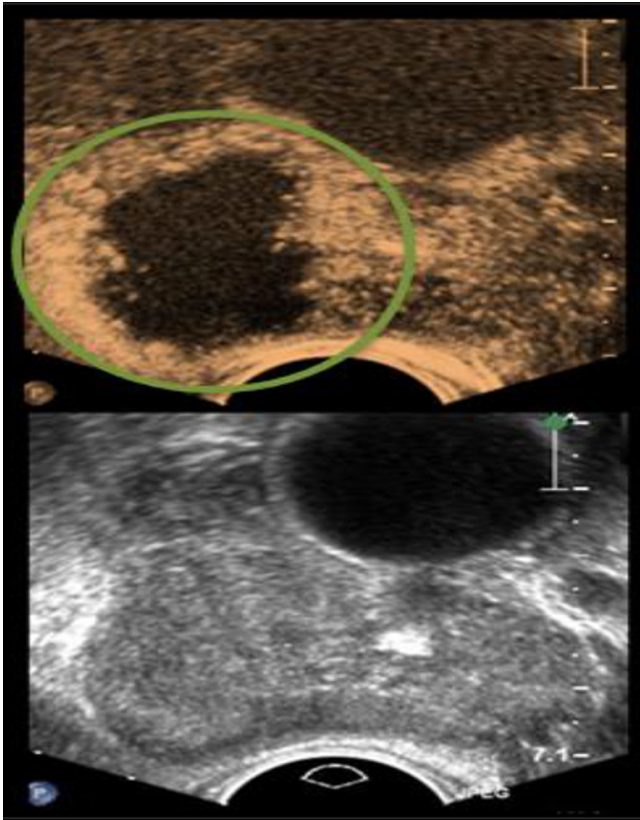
◀ Erfolgskontrolle mittels Kontrastmittelsonographie: Das obere Bild zeigt eine Kontrastmittelauslöschung des nicht mehr durchbluteten Areals der Prostata. (Mit freundl. Genehmigung der Firma EDAP TMS)
